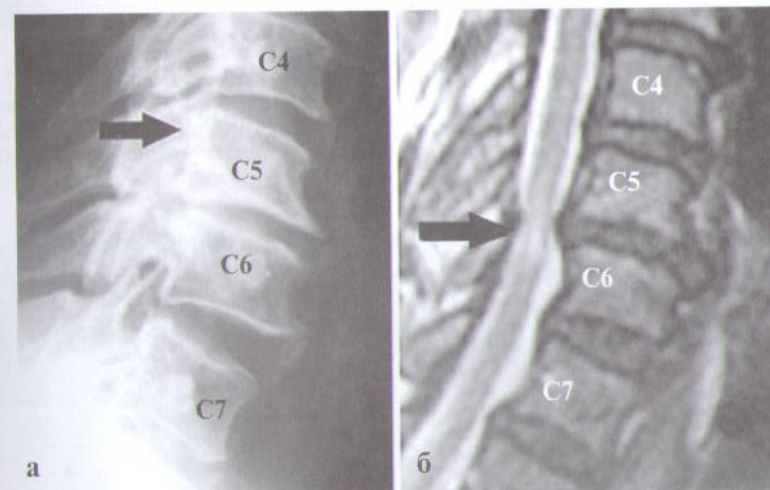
Спондилограмма в боковой проекции (а) и МРТ (б) больной с явлениями прогрессирующего миелопатического синдрома, связанного с деформирующим спондилоартрозом шейного отдела позвоночника. На спондилограмме (а) хорошо видны следствия нестабильности в области С4–С7-позвонков в виде деформации передних отделов тел С5–С6-позвонков, расширения межтелового промежутка С6–С7-позвонков, оссификация задней продольной связки на уровне С4–С6-позвонков (показано стрелкой) и оссифицированная грыжа диска С5–С6-позвонков. На МРТ (б) хорошо видно разрушение дисков С4–С7-позвонков с грыжевым выпячиванием на уровне С5–С6, приводящим к сдавлению спинного мозга на этом уровне. В зоне компрессии спинного мозга имеется очаг миелопатии (показано стрелкой).
